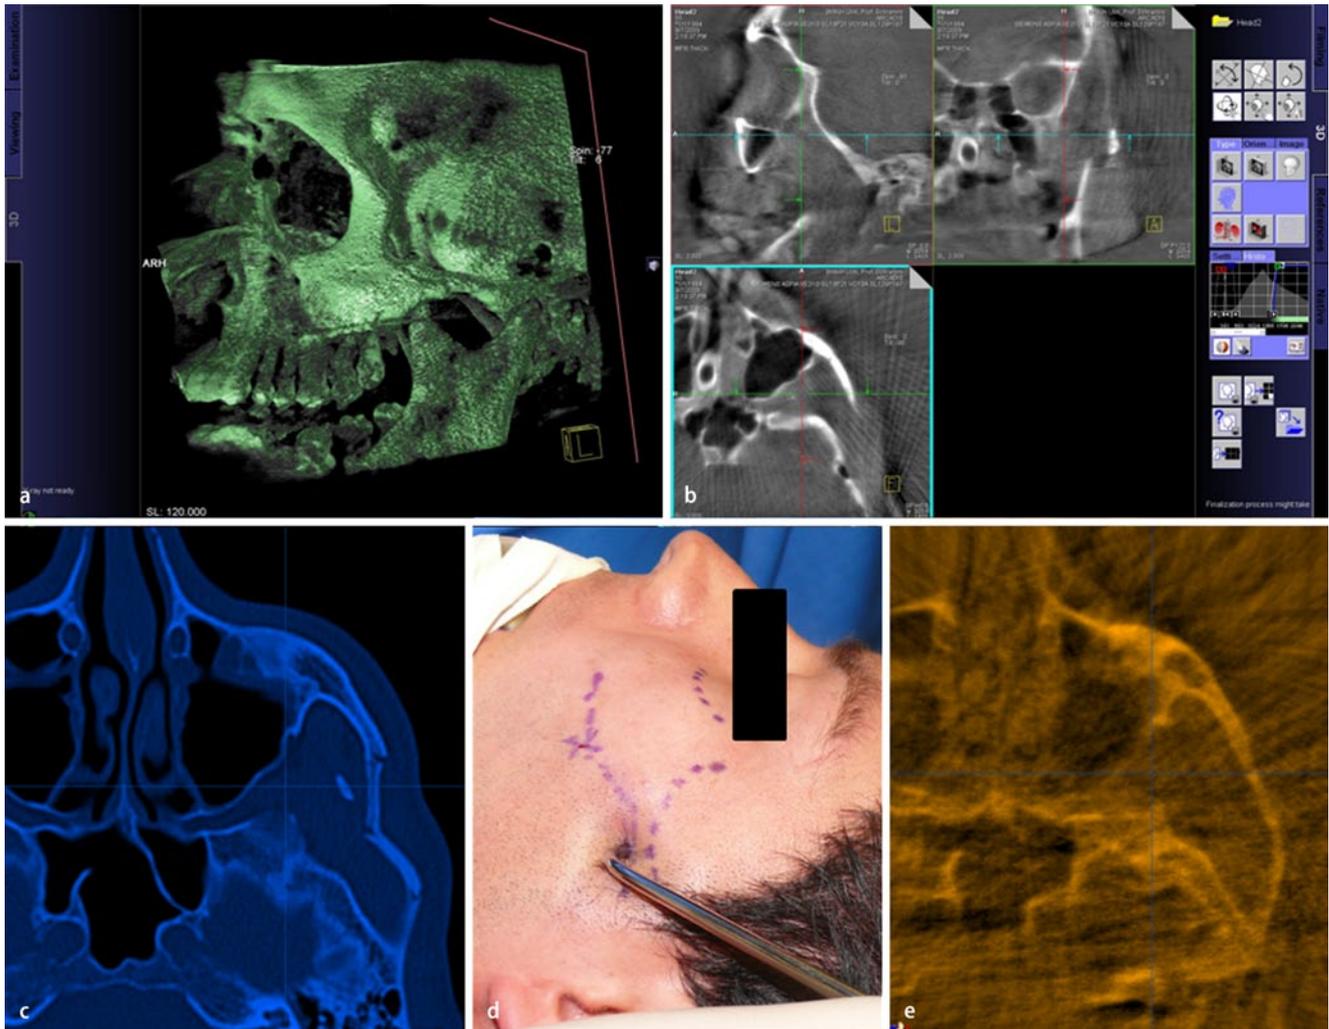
▲ Intraoperative Bildgebung (digitale Volumentomographie mit dem 3D-C-Bogen). a, b Die multiplanare Datensatzdarstellung ermöglicht intraoperativ die genaue Analyse des Repositionsergebnisses bei einer lateralen Mittelgesichtsfraktur und die Beurteilung der Versorgungsnotwendigkeit der Orbitawände nach Reposition des Jochbeins und des Jochbogens. Diese intraoperative Kontrolle ist insbesondere bei geschlossener Hakenzugreposition einer einfachen Jochbeinfraktur oder einer isolierten Jochbogenfraktur indiziert. c Das präoperative CT zeigt eine Impressionsfraktur des linken Jochbogens. d Hakenzugreposition nach transkutaner Stichinzision. Die knöchernen Konturen des Jochbeins und des Jochbogens sowie die Positionen für die Stichinzisionen zur Hakenzugreposition sind markiert. e Nach Hakenzugreposition zeigt die intraoperative Bildgebung (digitale Volumentomographie mit dem 3D-C-Bogen) die anatomisch korrekte Stellung der Knochenfragmente im Bereich des Jochbogens
